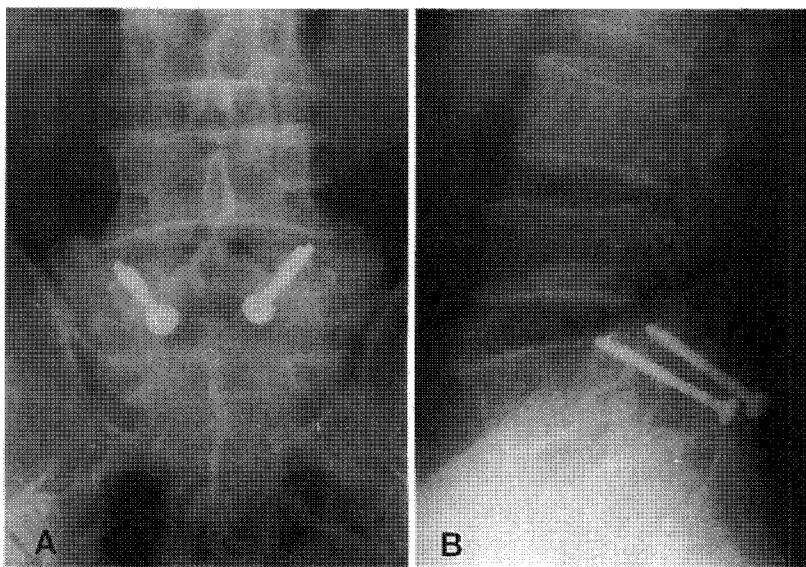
A and B. A-P and lateral roentgenogram 12 months after Buck's operation. The defect of pars intertarsalis has healed.
